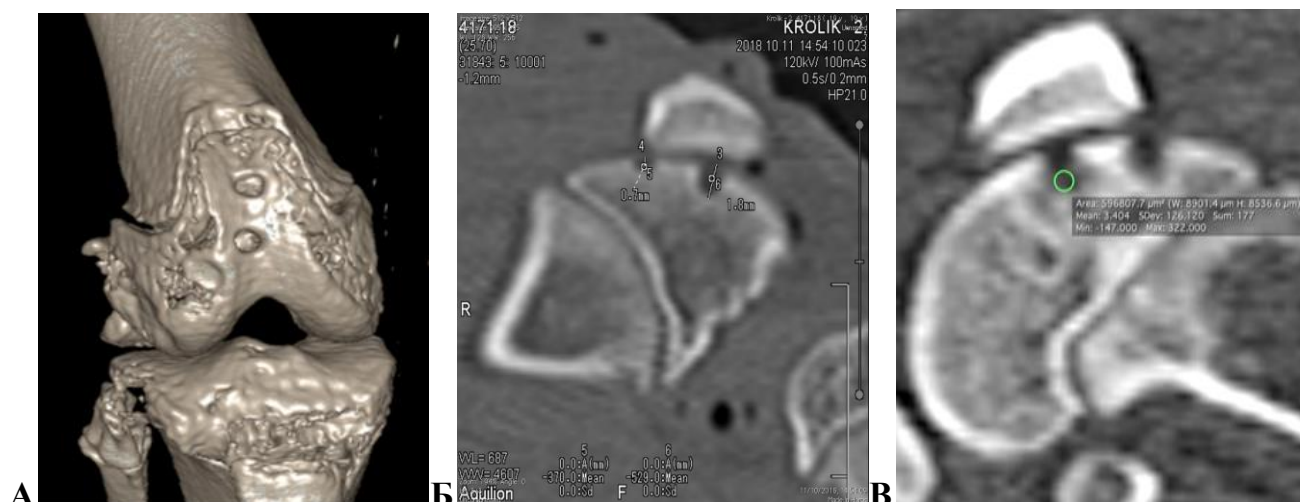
КТ коленных суставов кроликов: А - 3D модель области сустава с виртуальной резекцией надколенника в режиме Volume rendering – визуализируются два дефекта надколенниковой поверхности бедренной кости, частично заполненные пластическим материалом; Б – измерение глубины дефектов; В – выделение геометрическими фигурами зон интереса для подсчета средней плотности новообразованной ткани.
